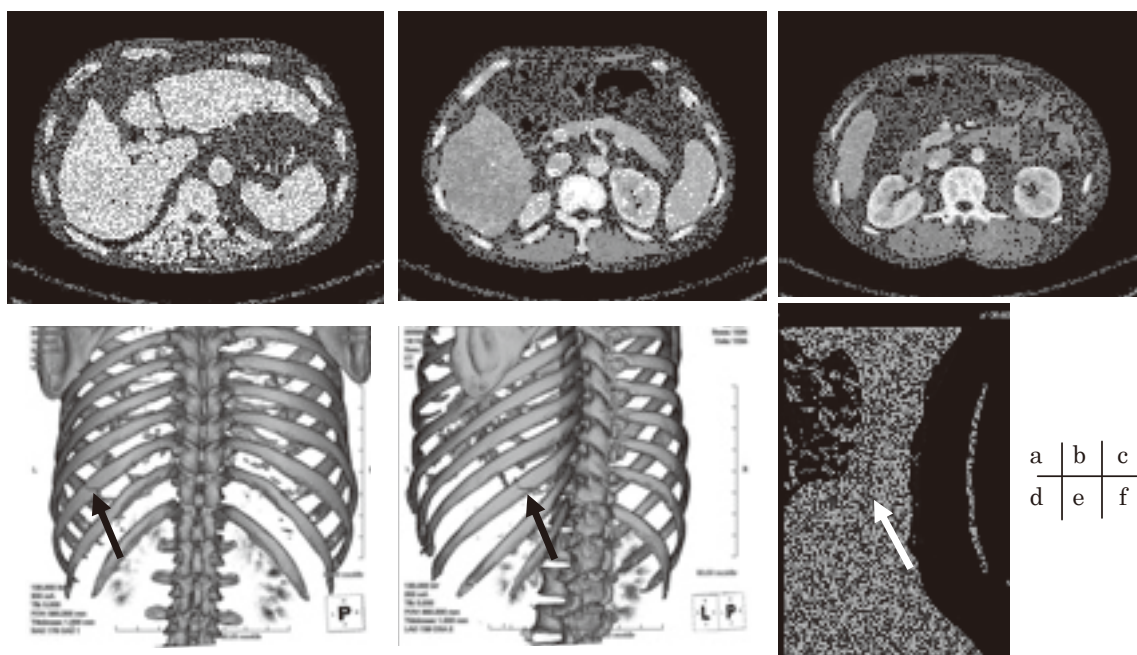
背部痛で来院した患者に施行した造影CT画像
